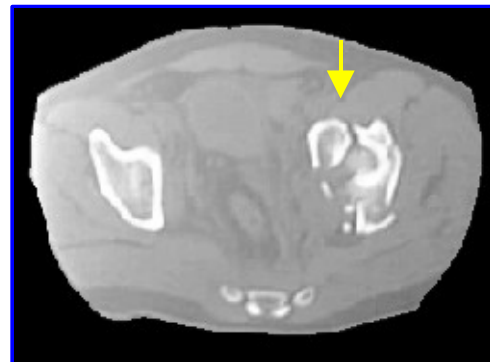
TAC de pelvis. Fractura del iliaco izquierdo.
